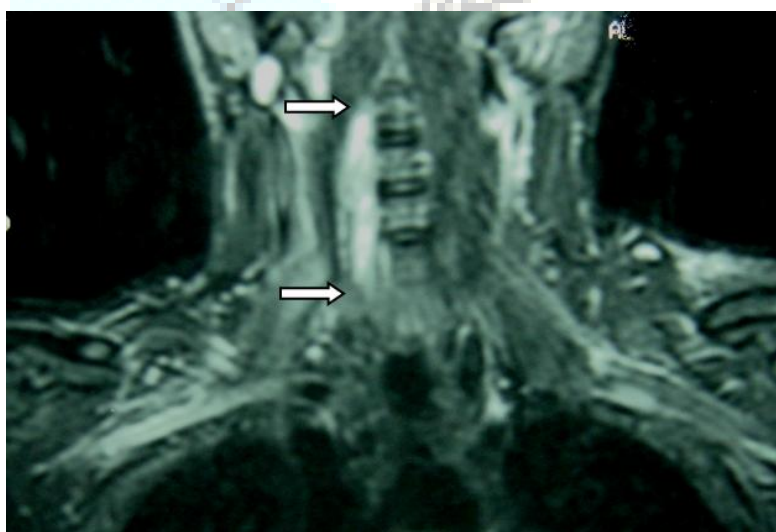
RMN coronal (TR 5560/TE 43.6/T1 150) que muestra un incremento del grosor y de la señal en el músculo prevertebral largo del cuello del lado derecho (flechas), que se extiende desde C3 hasta C7.
